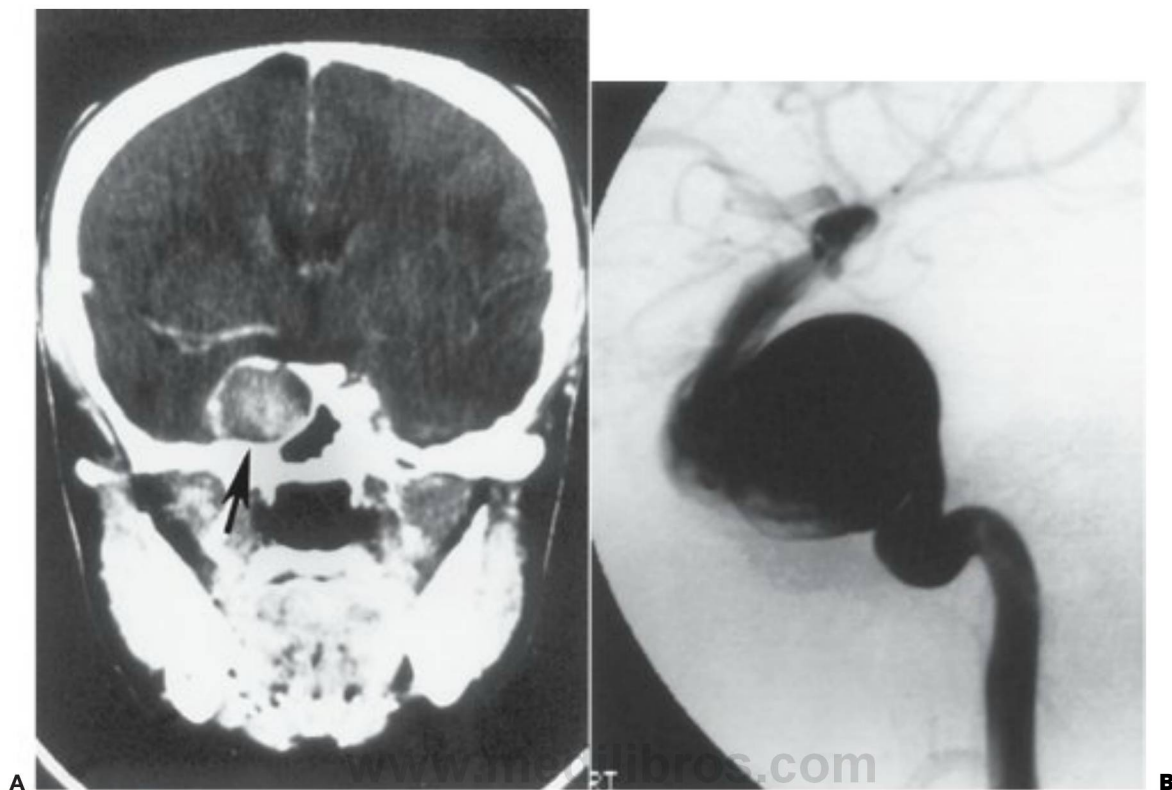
A, Tomografía computarizada con contraste en un paciente de 18 años con una historia familiar de síndrome de Ehlers-Danlos de tipo IV y cefaleas, que revela un aneurisma gigante (*flecha*) de la arteria carótida intracavernosa derecha. B, La angiografía de la carótida interna derecha confirma el aneurisma gigante de la arteria carótida intracavernosa. (Reproducido con permiso de: Roach, E. S. y Zimmerman C. F. 1995, «Ehlers-Danlos Syndrome», en *Stroke Syndromes*, eds. J. Bogousslavsky y L. R. Caplan, Cambridge University Press, London, págs. 491-496.)
